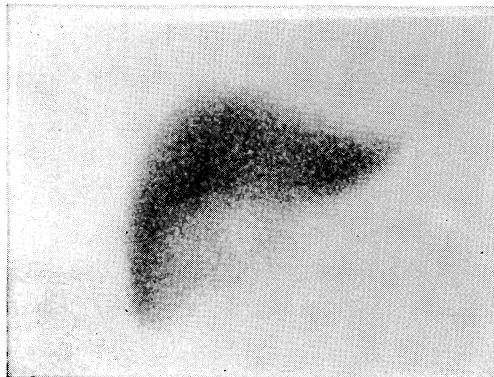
Liver scintigraphy.
